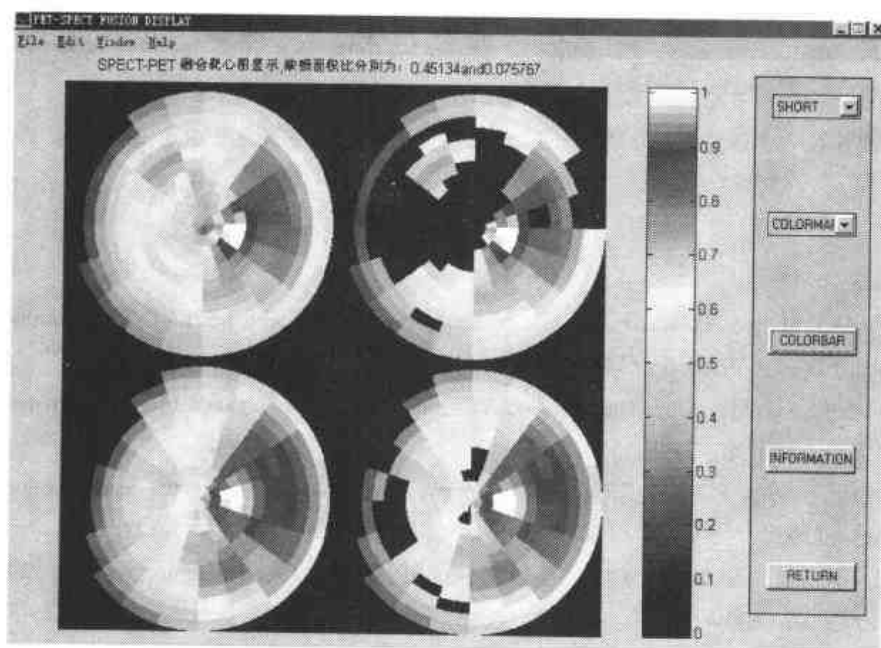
SPECT/PET 融合的靶心图及各自缺损面积的比值显示
